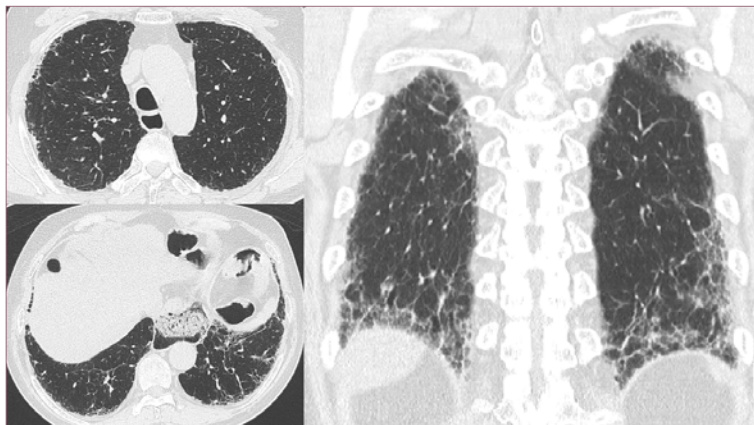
Probable UIP 양상의 HRCT 소견
